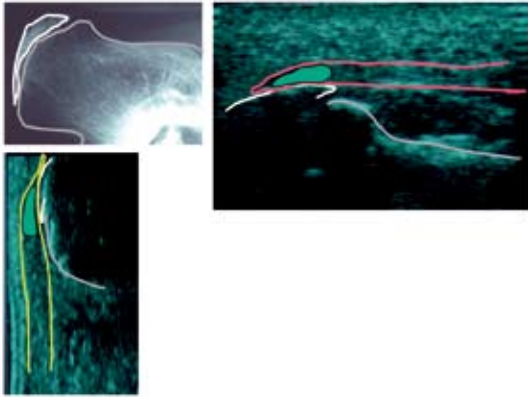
Typisches Sonogramm des Ansatzes der Achillessehne und des Ursprungs der Plantarfaszie vor Wachstumsabschluss: Calcaneusapophyse (weiß), Calcaneus (grau), Achillessehne (gelb), Plantarfaszie (rot). Physiologische hypoechogene Zone im Insertionsbereich der Achillessehne und der Plantarfaszie (grün).
